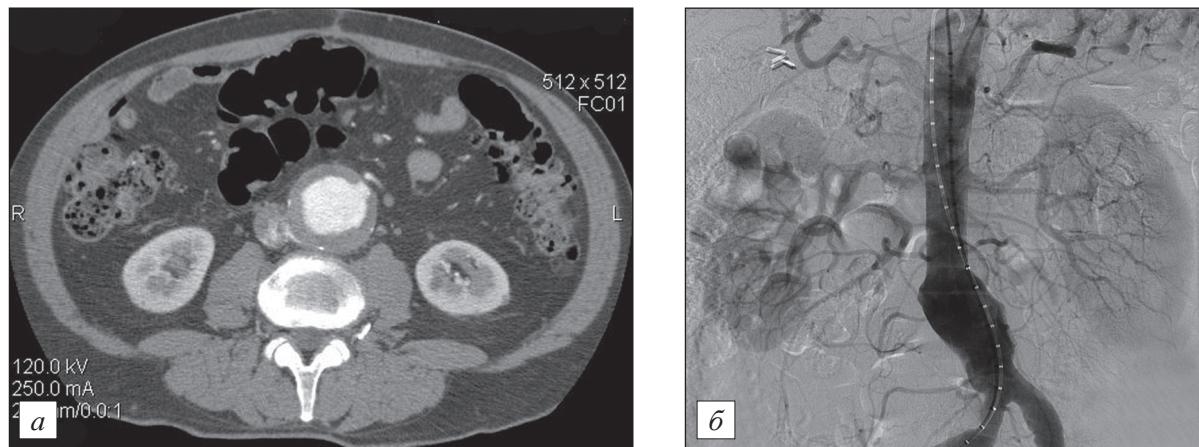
Данные мультиспиральной компьютерной томографии и абдоминальной аортографии больного С., 72 года.
